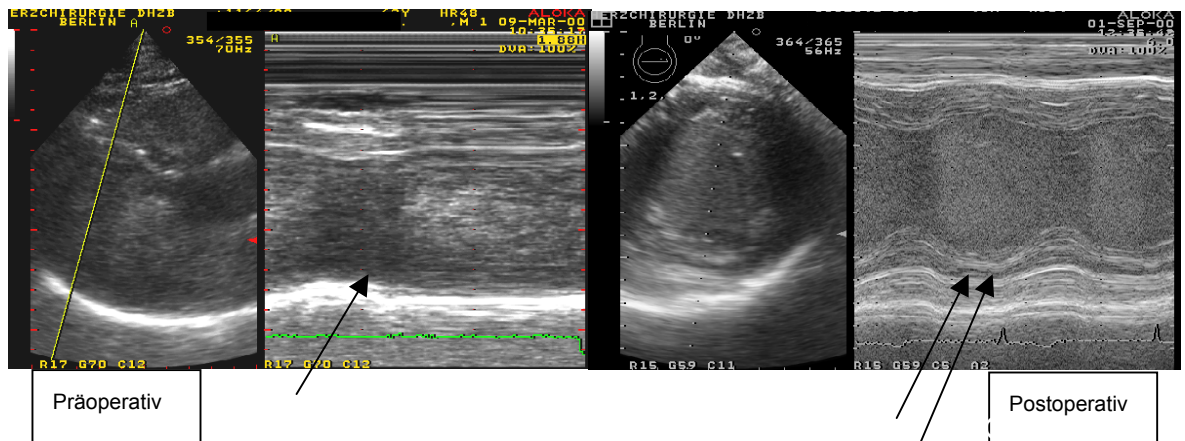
Prä- und postoperative echokardiographische Untersuchung mit Kontrastmittel. Im M-Mode ist deutlich die schwere Wandbewegungsstörung präoperativ der Vorderwand zu sehen (einzelner schwarzer Pfeil), postoperativ ist dann die deutliche Verbesserung der Wandkinetik (schwarzer Doppelpfeil) zu erkennen.
